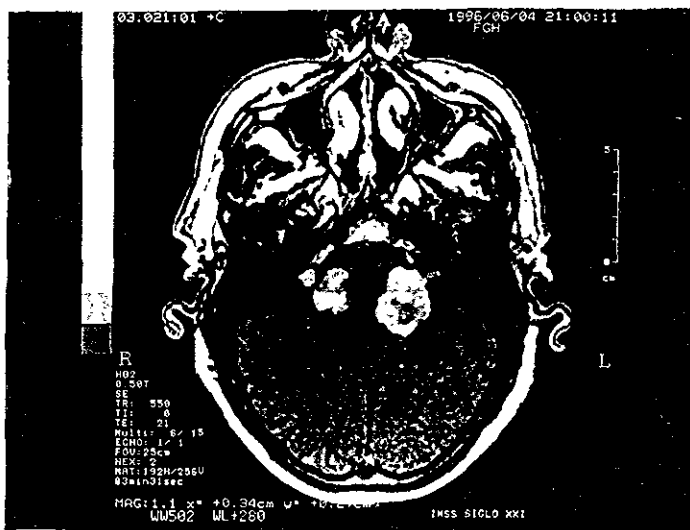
Resonancia magnética que muestra schwannomas vestibulares bilaterales.
